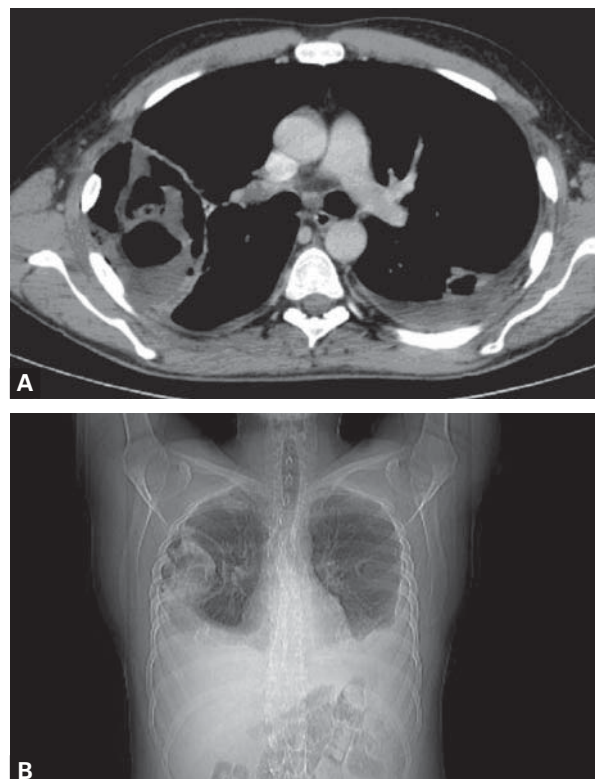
Tomografia komputerowa płuc wykonana 15 kwietnia 2009 roku (opis w tekście)
